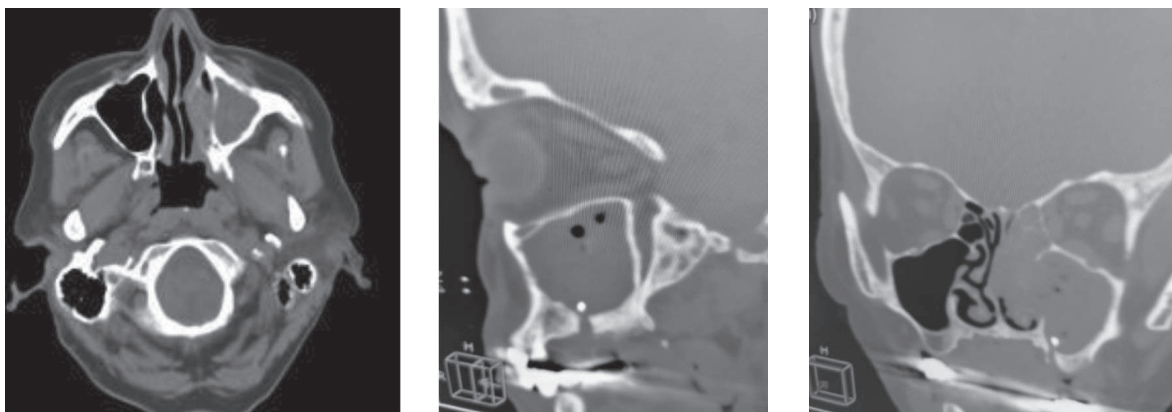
Tomografia computerizată a creierului: secțiune axială, sagitală, coronară cu opacifierea totală unilaterală a sinusului maxilar, celulelor etmoidale și frontal pe stînga.
